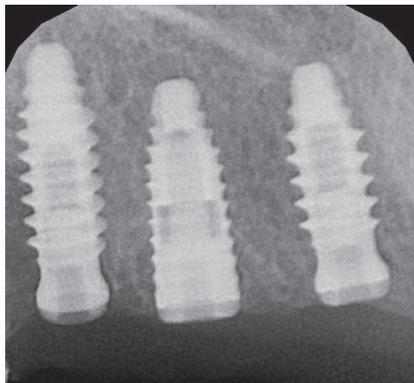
Radiografia endorale post-intervento
